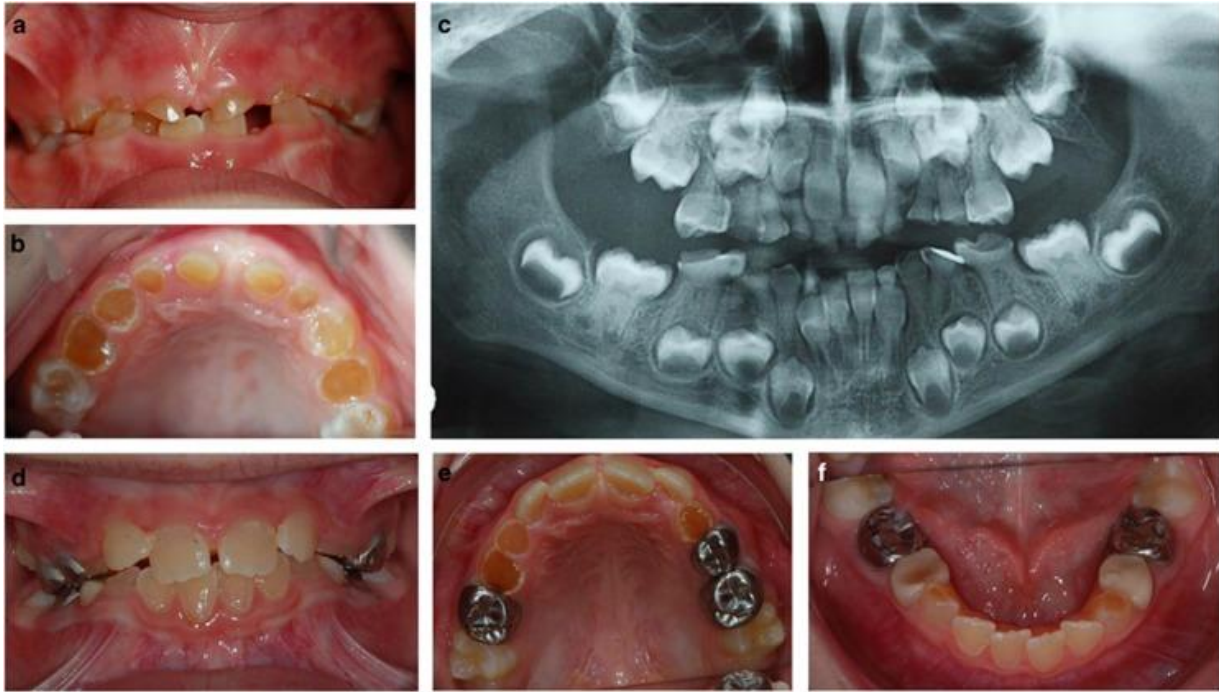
Fenotipo clínico de dentinogénesis imperfecta moderada (anteriormente DGI Shield tipo II) en dientes temporales de niño de 6 años (a - c) y dientes permanentes a los 8 años de edad (d - f), dientes primarios muestran decoloración marrón opalescente, atrición severa , obliteración completa de la pulpa de los dientes erupcionados, corona bulbosa, raíz corta, radiolucencia periapical sin caries. Los dientes temporales se ven más severamente afectados que los dientes permanentes. (45)
